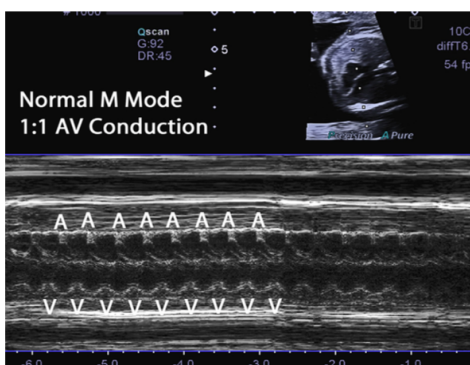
Ecocardiografía en modo M, conducción auriculoventricular normal
